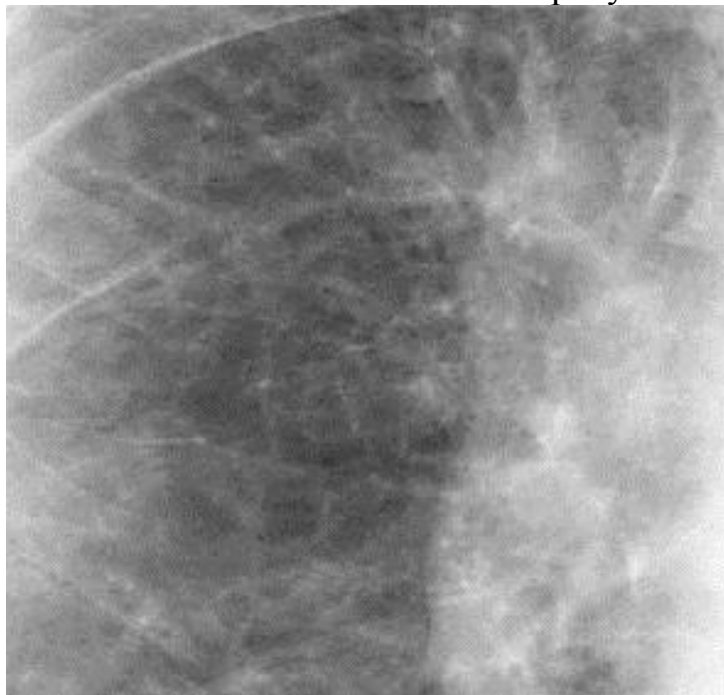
Увеличенный фрагмент рентгенограммы (прикорневая зона справа). Диффузное усиление и «сетчатая» деформация легочного рисунка при хроническом бронхите
